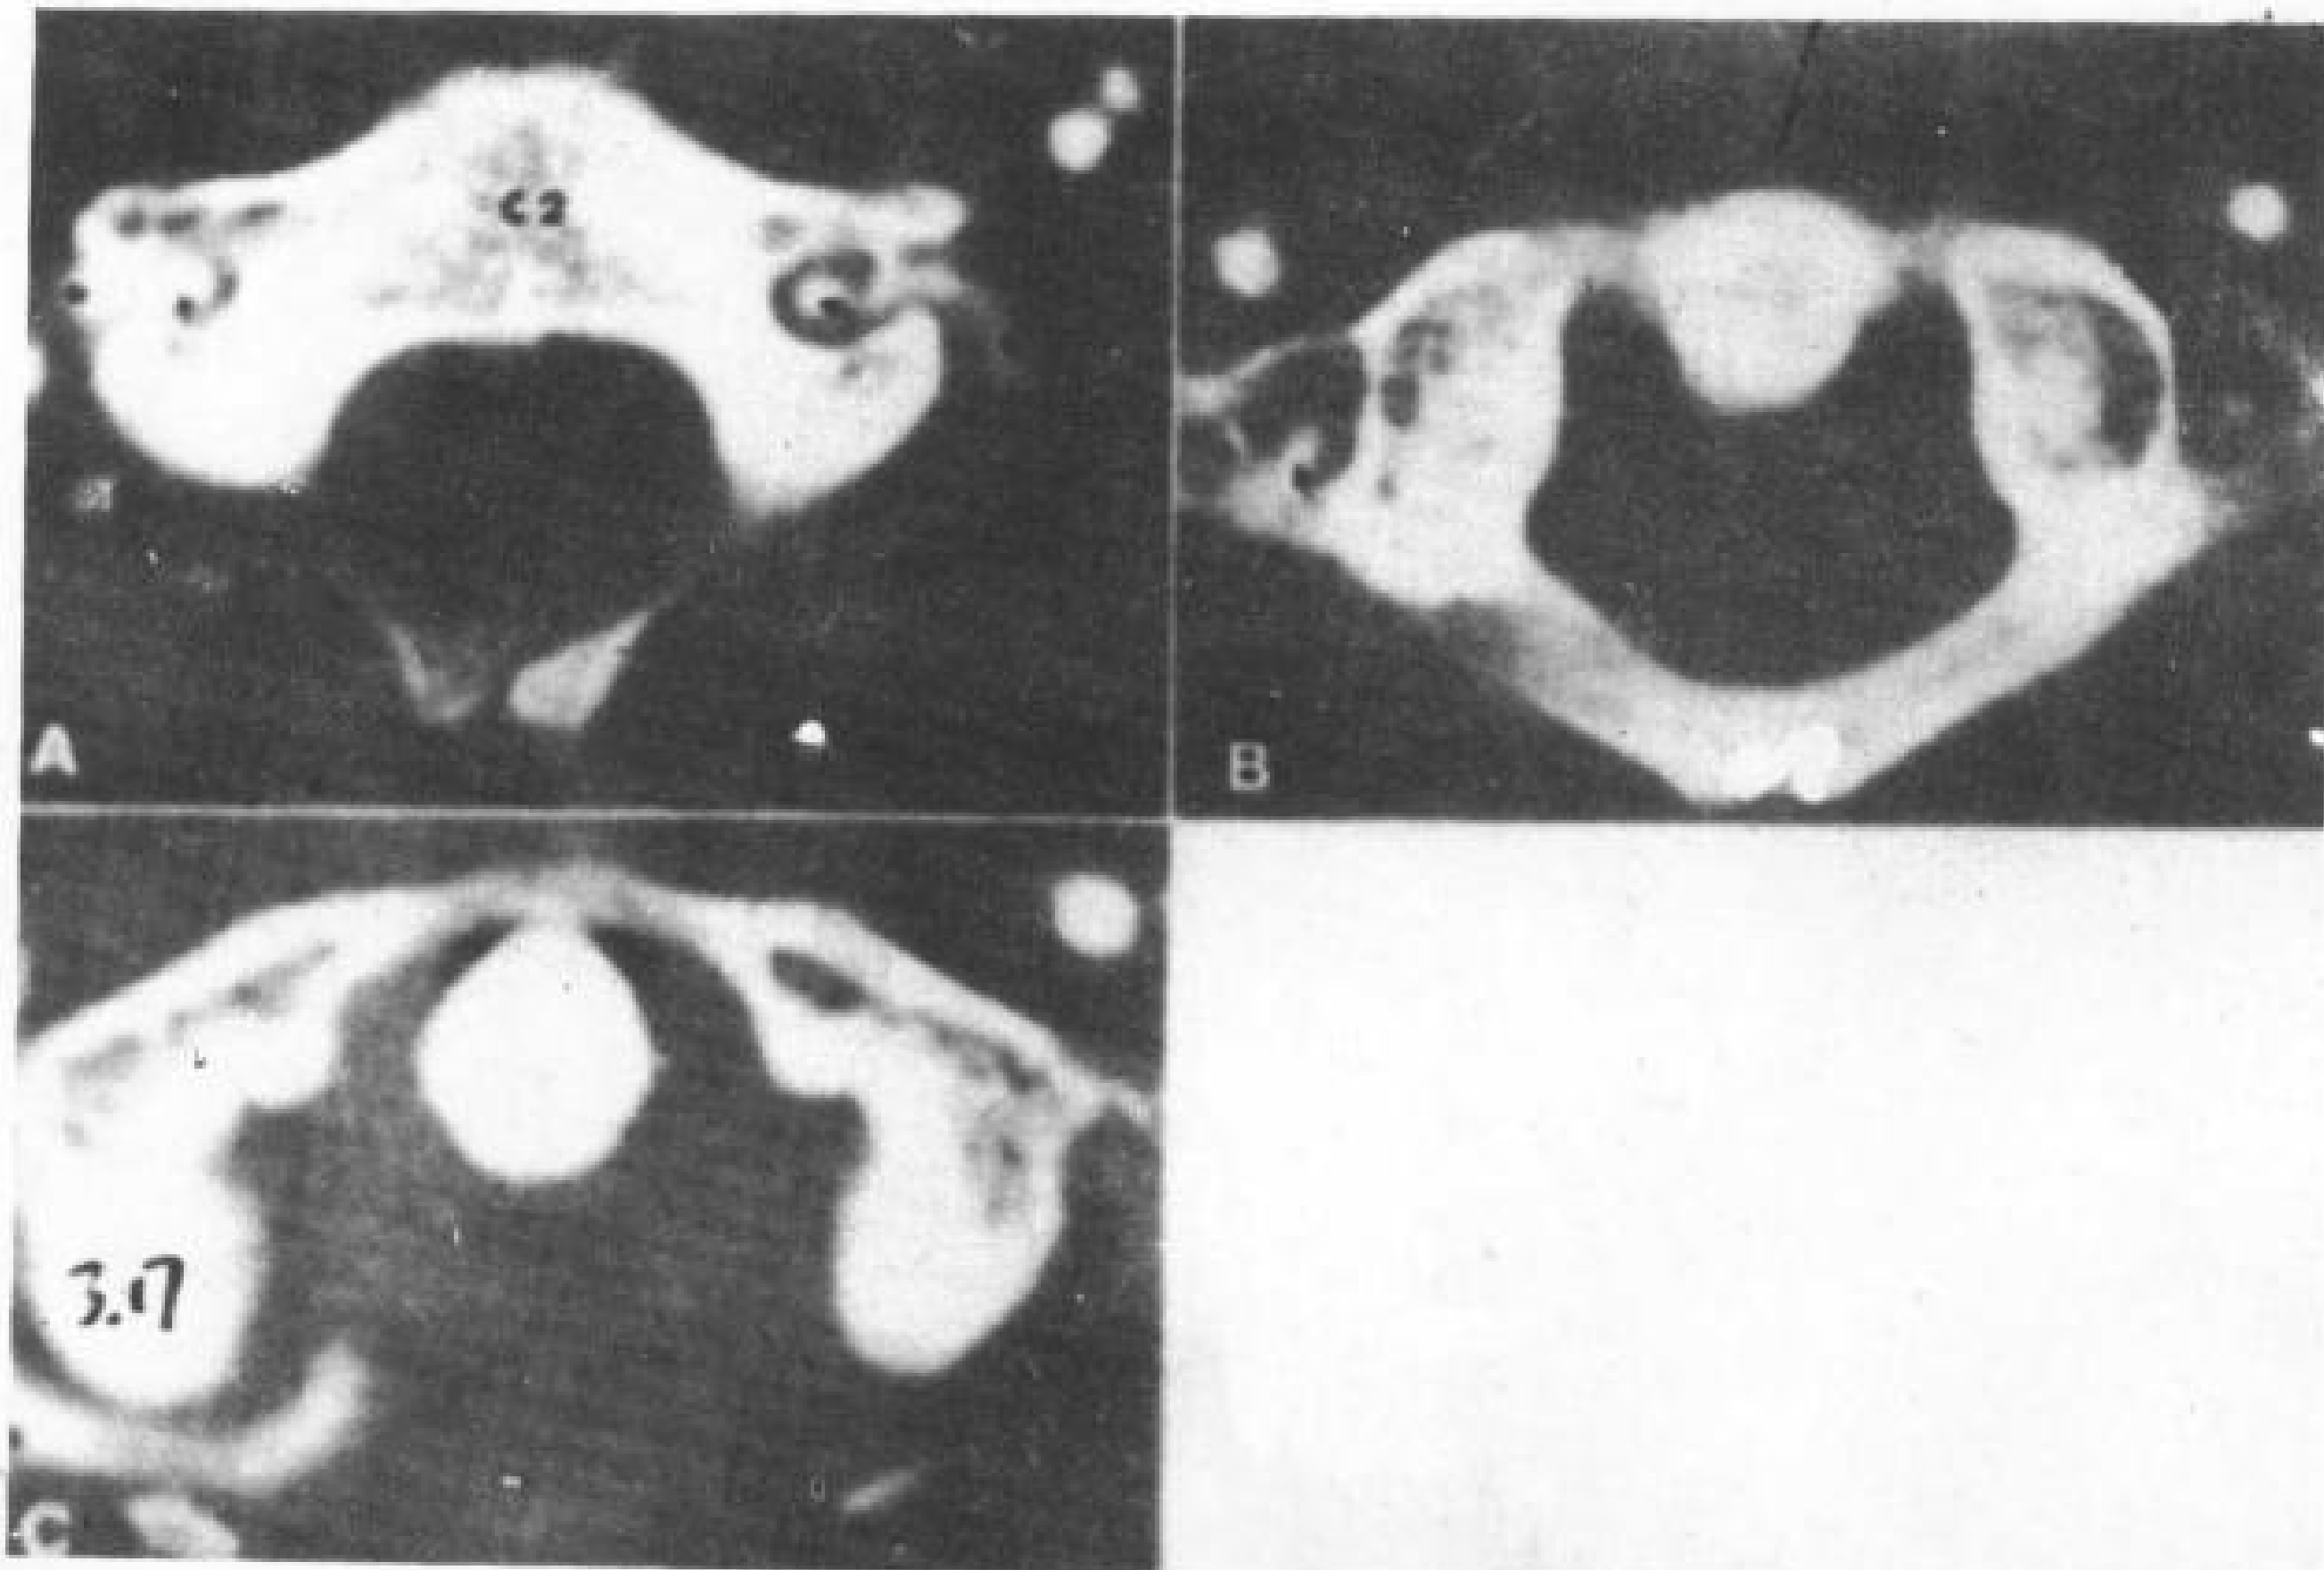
椎动脉，椎动脉注射造影剂后 CT 扫描。
